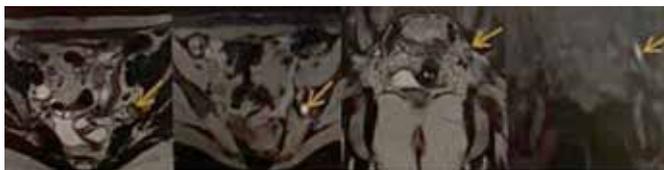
Confirmación de la afectación de la región de formación del nervio ciático en la resonancia magnética (flechas amarillas).
